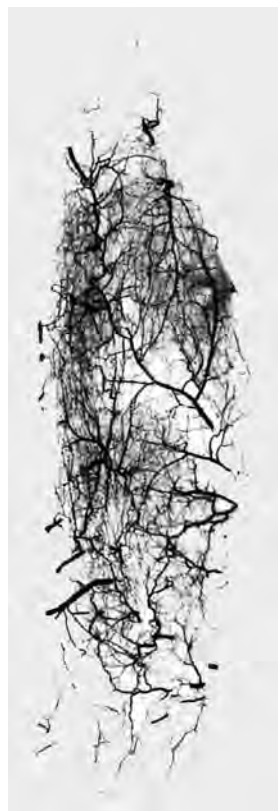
Артерии короткого сгибателя пальцев стопы (фотография рентгенограммы.) (Препарат Г. Потапенко.)
